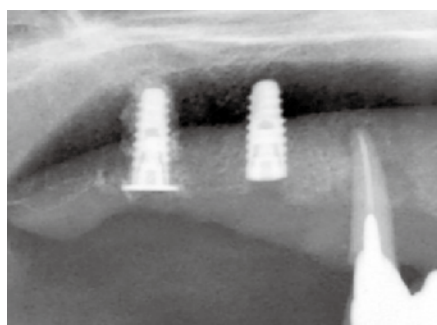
術後のデンタルX線像。64部インプラント周囲骨がスーパーコンデンスされていることがわかる。
